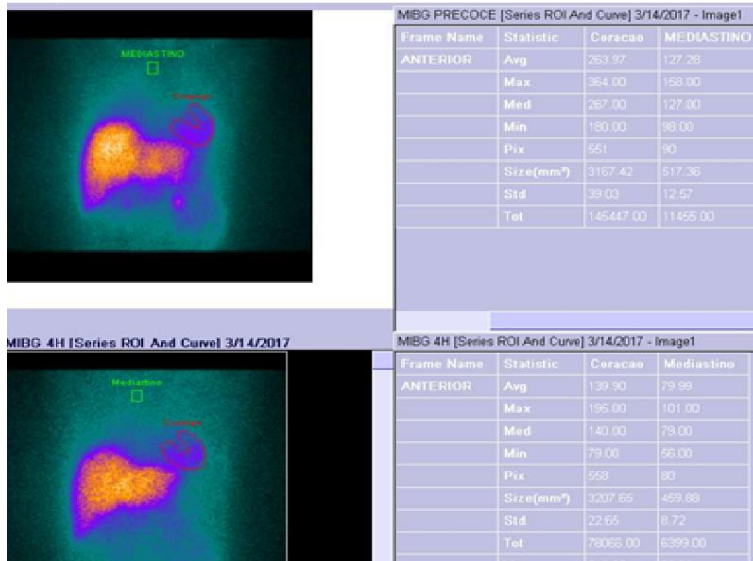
Cintilografia cardíaca com 123I-MIBG (SPECT-CT) demonstrando tônus simpático aumentado e comprometimento segmentar da inervação simpática cardíaca
